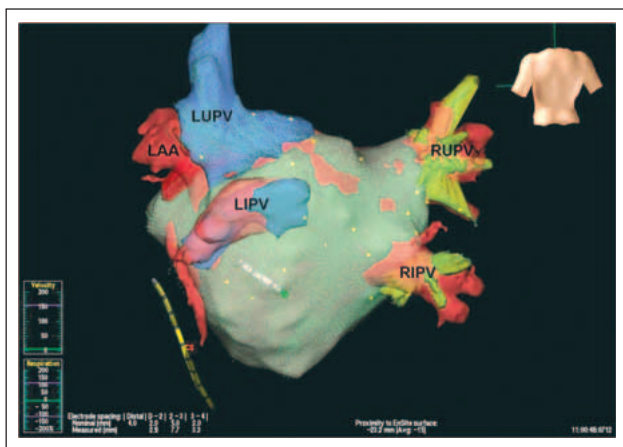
Beginn der Fusion zwischen CT- und virtueller Anatomie (posterior-anterior).
